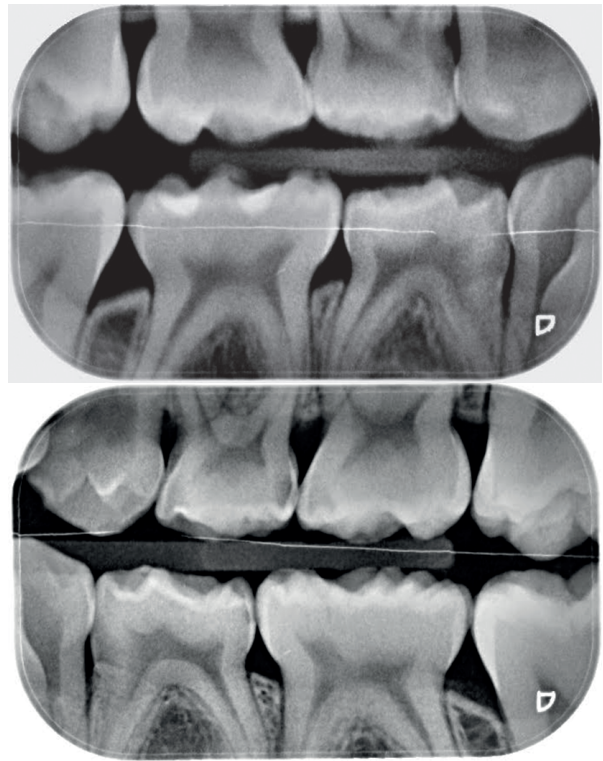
Radiografías de aleta de mordida.
